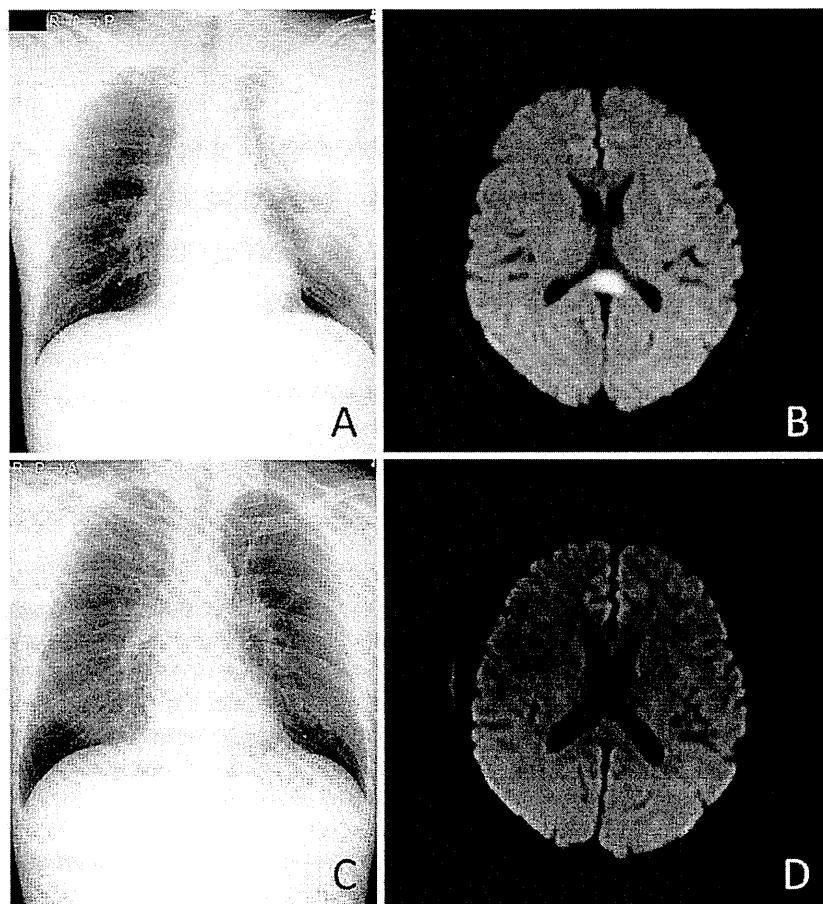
A chest X-ray obtained on admission showed left lobar pneumonia. B. Brain MRI diffusion-weighted image obtained on admission revealed a high-intensity lesion in the middle of the splenium. C. A chest X-ray obtained three weeks after admission showed an improvement in the pneumonia. D. A brain MRI diffusion-weighted image obtained three weeks after admission showed the disappearance of the splenial lesion.
